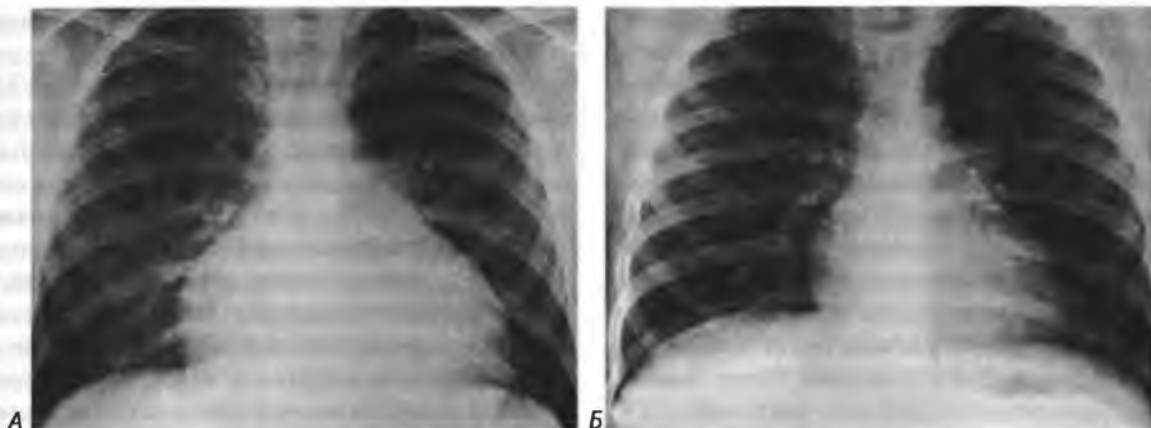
Рентгенограмма грудной клетки при остром неспецифическом перикардите:
